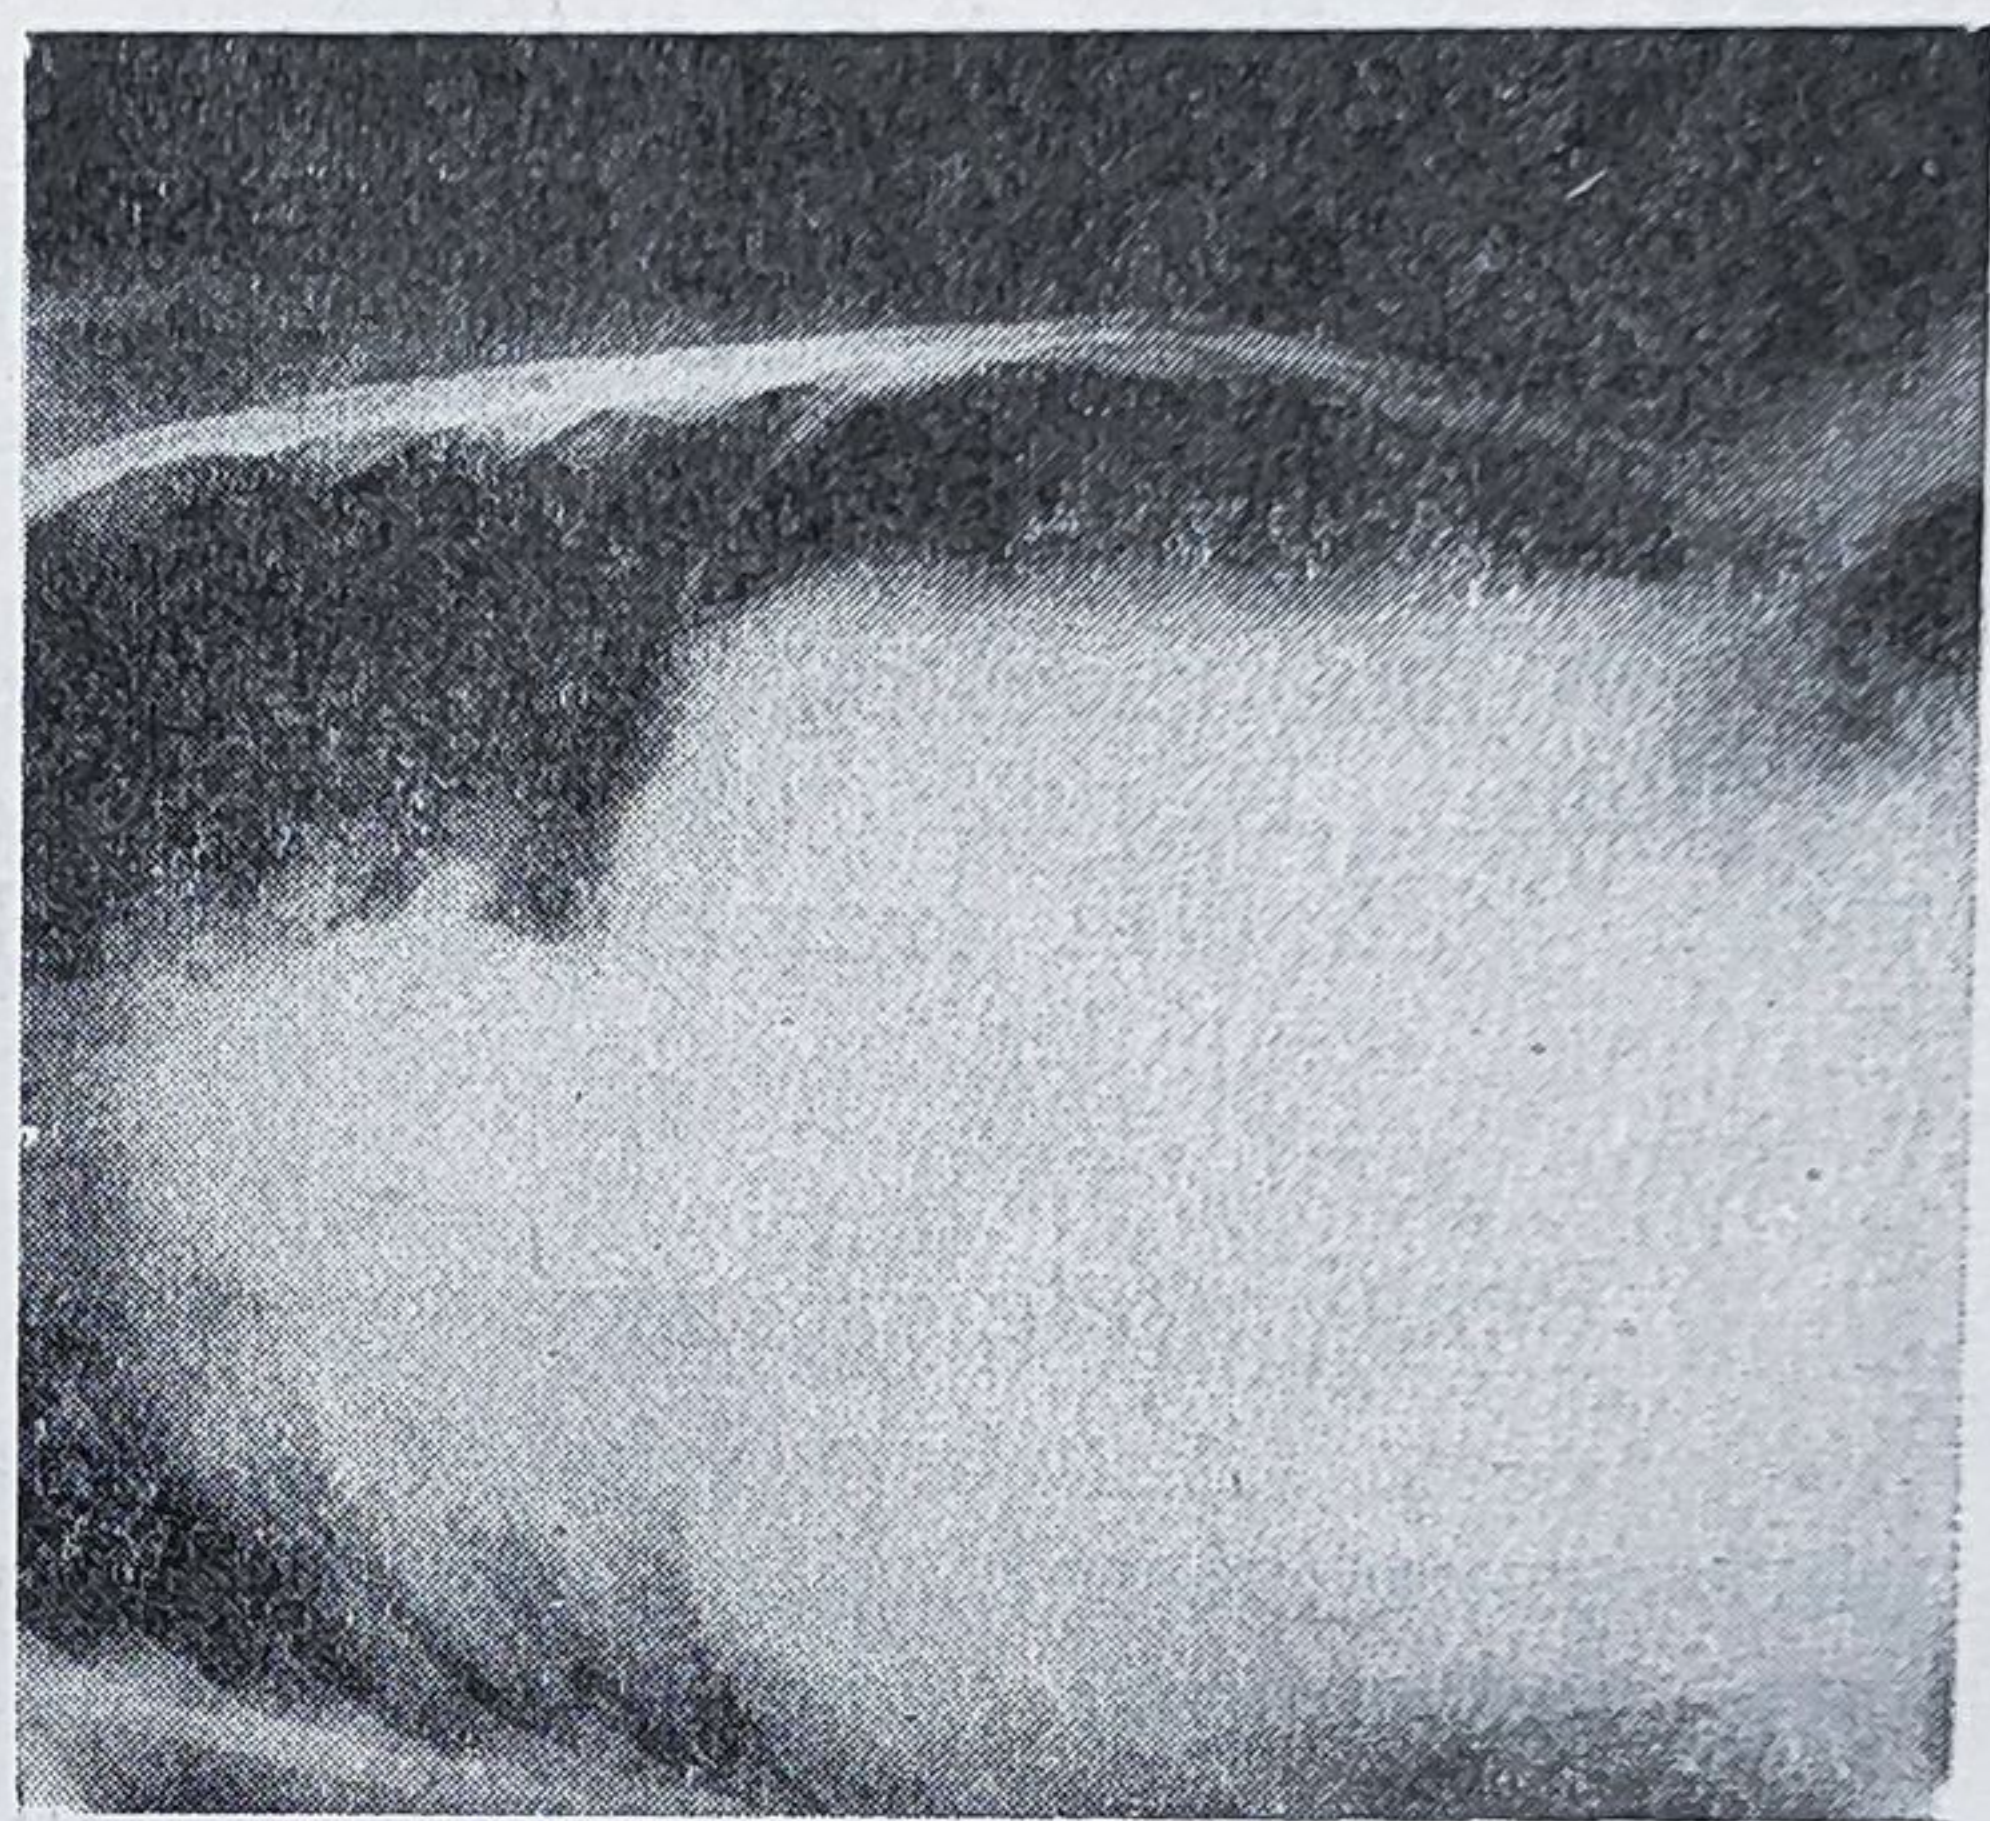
4. — Pneumoperitoneu pe radiografia în decubit lateral stîng.
